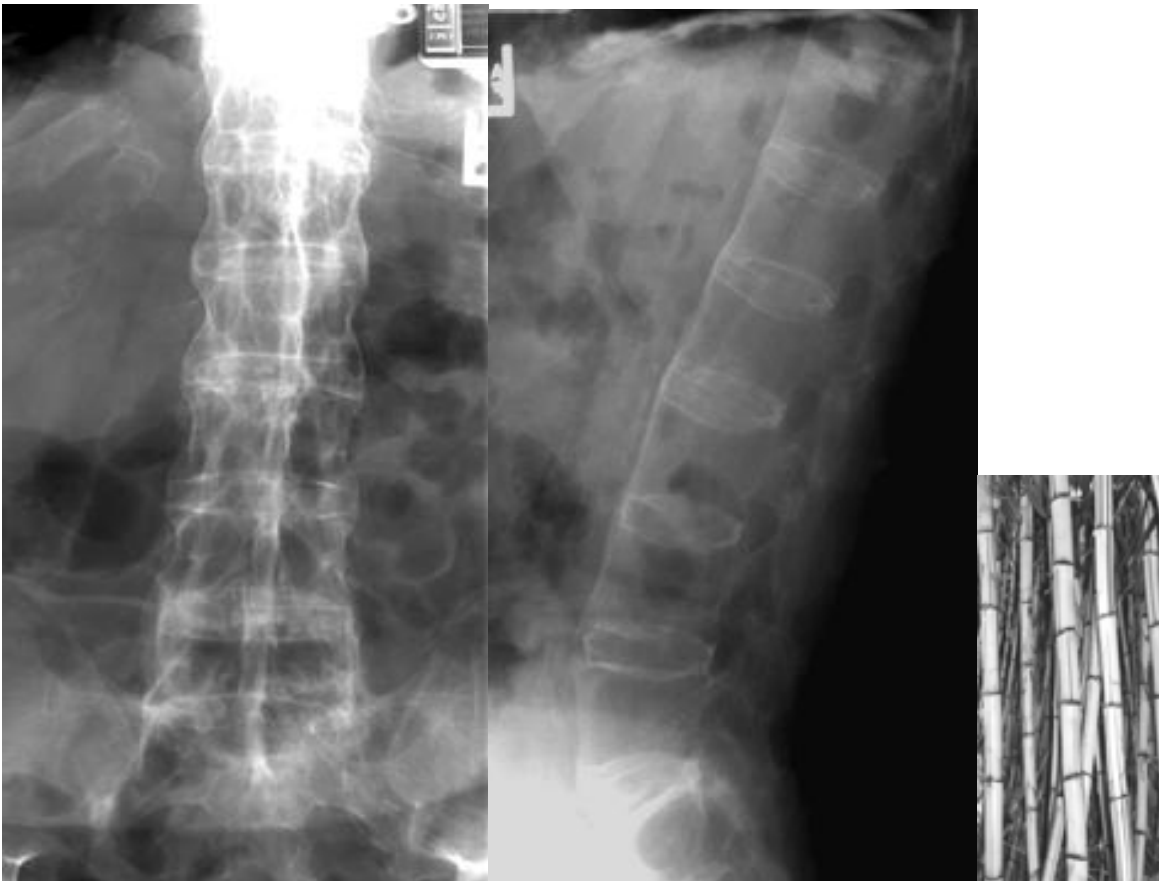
25. Radiografías AP y lateral de la columna lumbar las cuales muestran fusión completa de todos los cuerpos vertebrales. Los cambios incluyen cuerpos vertebrales cuadrados y fusión entre ellos por sindesmofitos que recuerdan un tallo de bambú.
